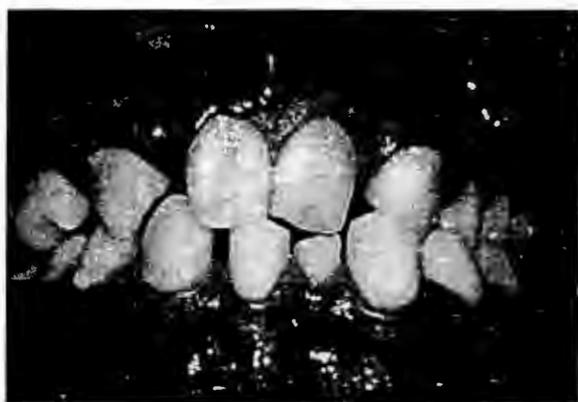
Foto intraoral del paciente en donde se observa malposición dentaria, incisivo central inferior izquierdo deciduo e hipodoncia la cual se corroboró con la ortopantomografía que se muestra a la derecha.
